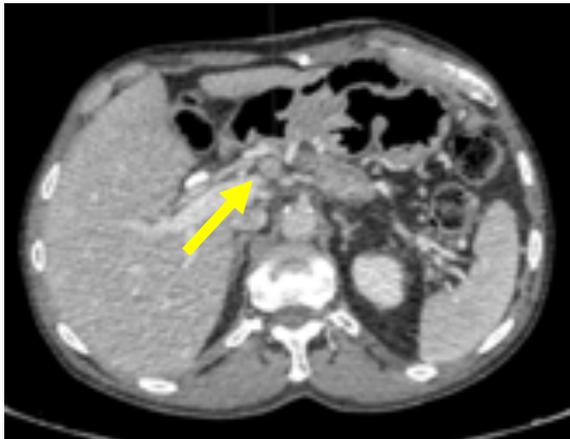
TC de abdomen del paciente anterior, en el que se observa una adenopatía hilar hepática de 1,2 cm.
